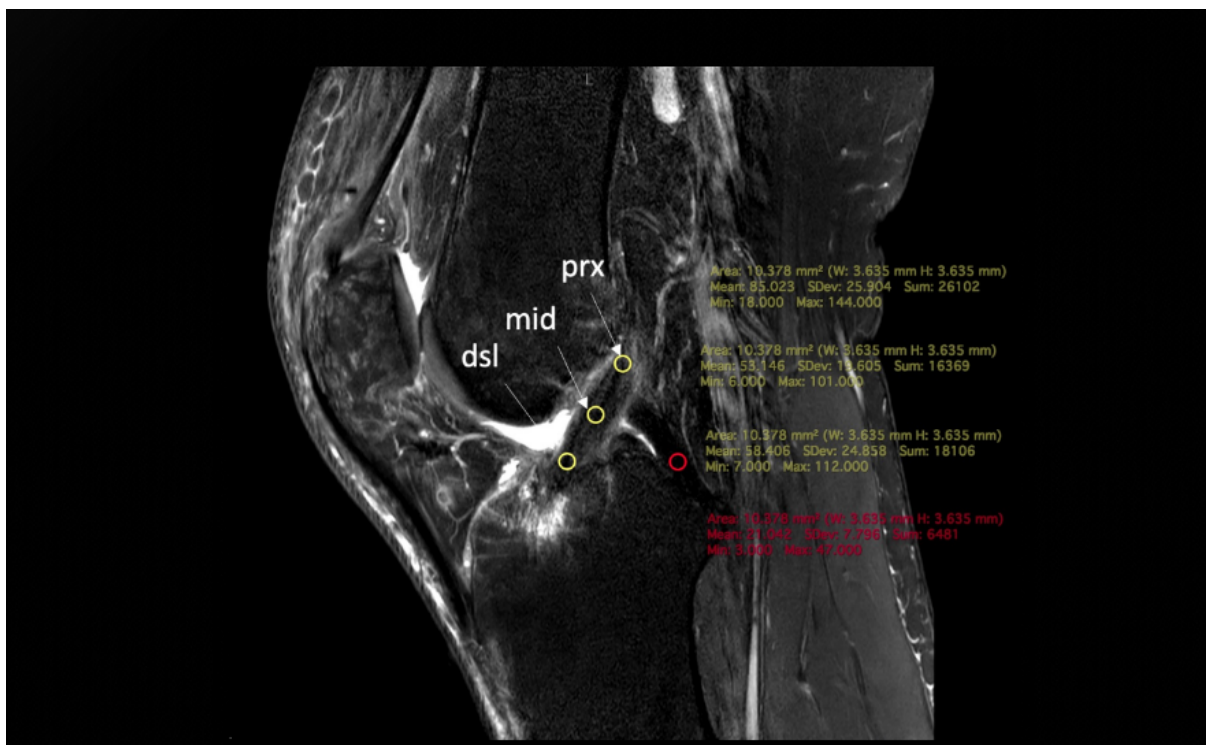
a. Przykład oceny intensywności sygnału (SI) native ACL w obrazach rezonansu magnetycznego. SI mierzono niezależnie w trzech obszarach (prx, mid, dst) native ACL. b. SI mierzono w dolnej części native PCL. Średnia wartość SI = średnia wartość szarości. Następnie wstawiono ją do odpowiednich równań.
